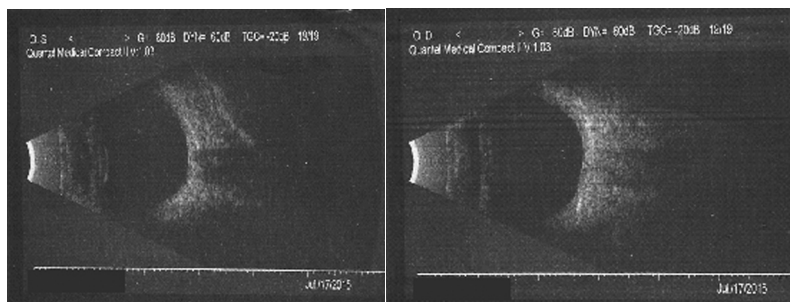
La ecografía ocular muestra ecos puntiformes aislados de baja reflectividad, compatibles con flóculos vítreos
